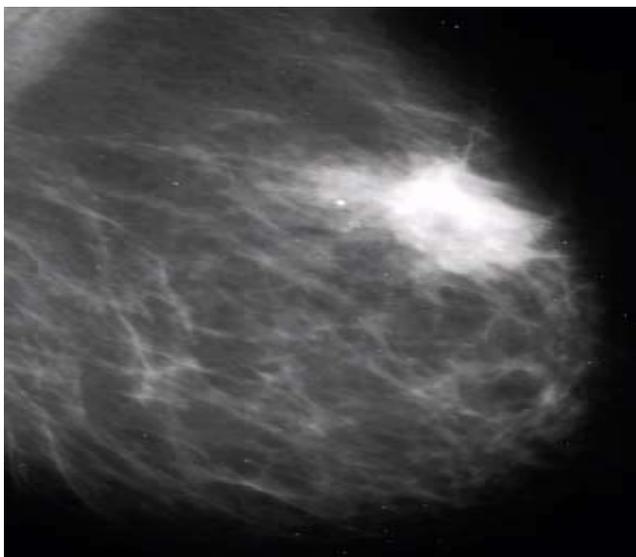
Рентгенологическая картина рака молочной железы
